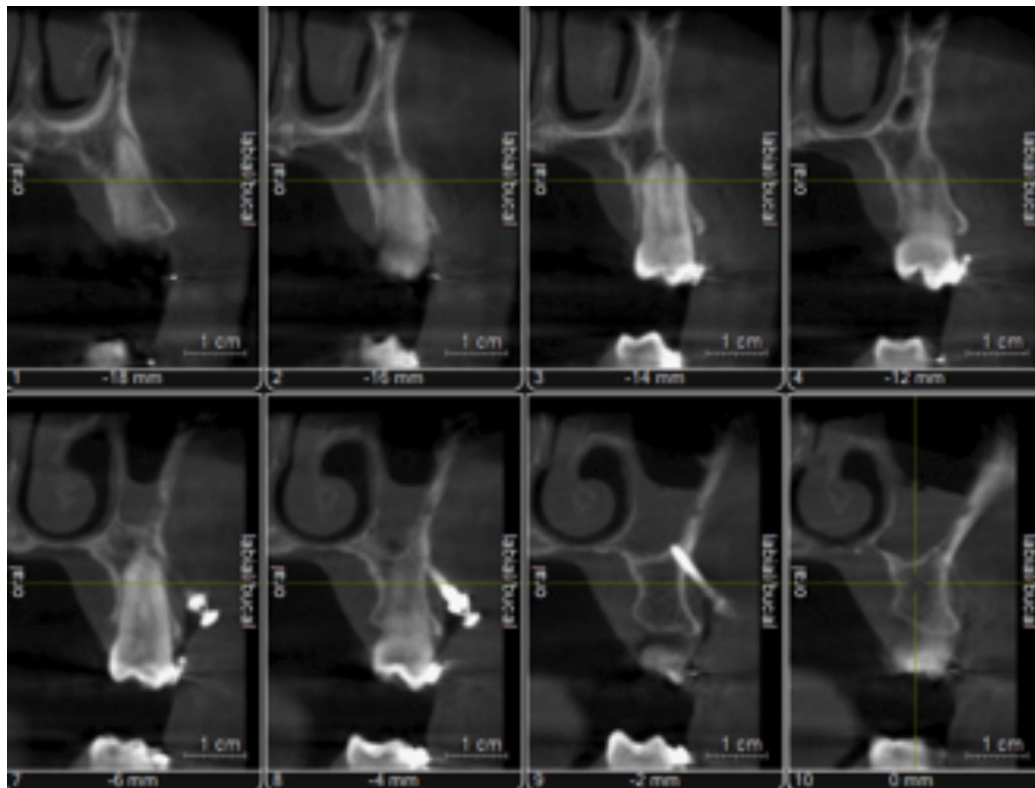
Tomografía computarizada Cone Beam actual, se observa relación transversal normal en hemiarcada izquierda.
